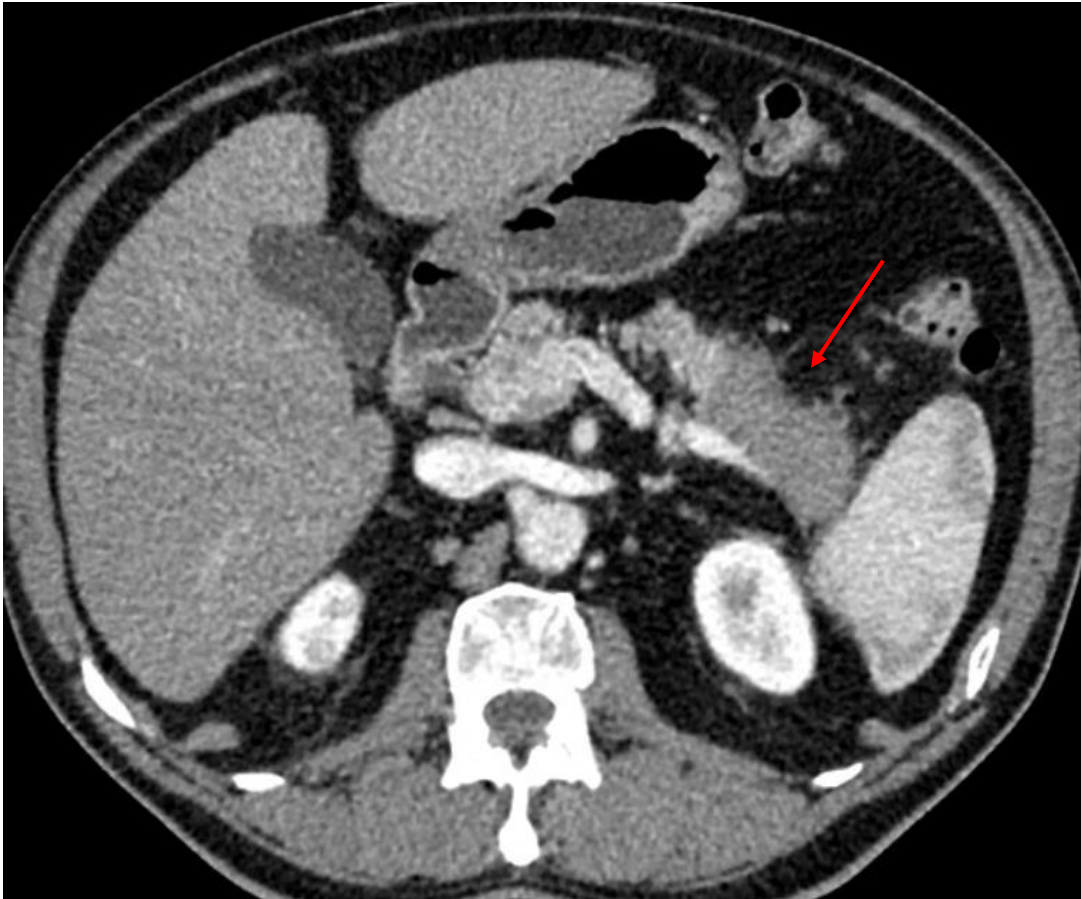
TC con contraste en fase arterial
